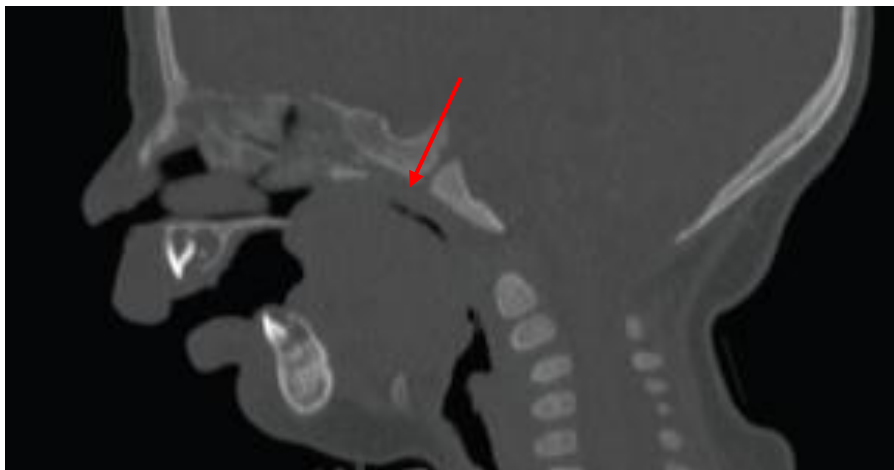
CT scan : vue sagittale de la partie postérieure de la langue obstruant les voies aériennes pharyngée ⁴².
